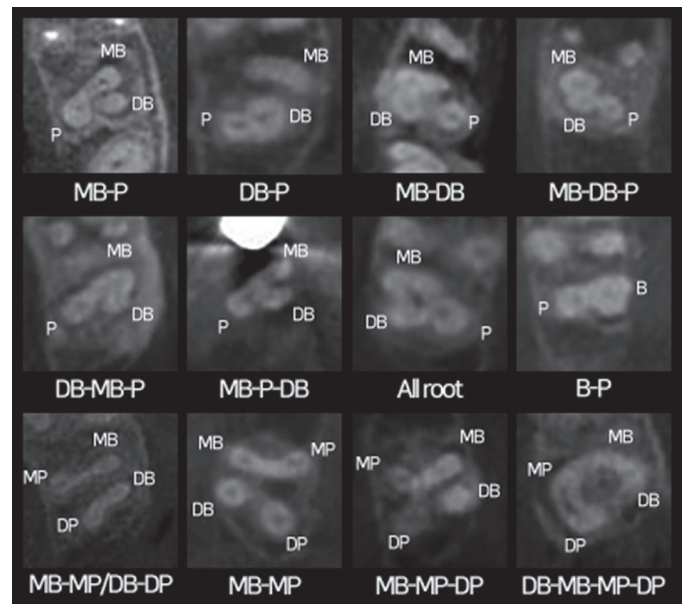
Representative CBCT image of a root fusion in the maxillary molars (axial section).
